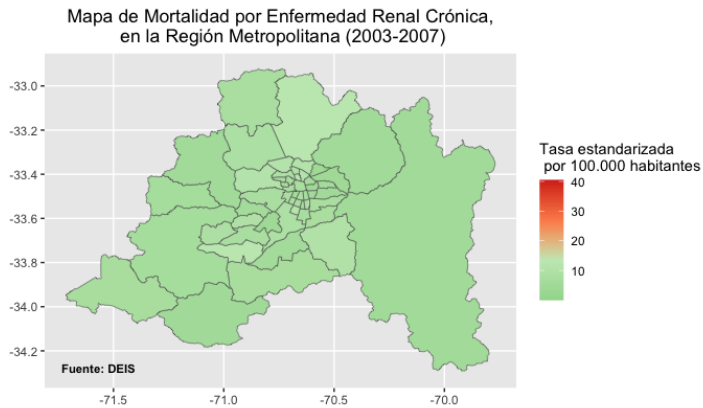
Mapas de mortalidad por ERC en la RM (2003-2007)
